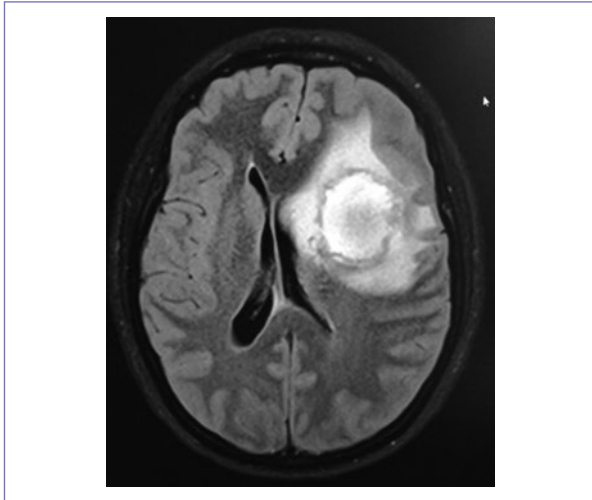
Tomografía de cráneo contrastada, corte axial. Se muestra lesión intraaxial frontal izquierda de bordes regulares bien definidos de 50 x 42 mm en relación a metástasis de primario conocido.
